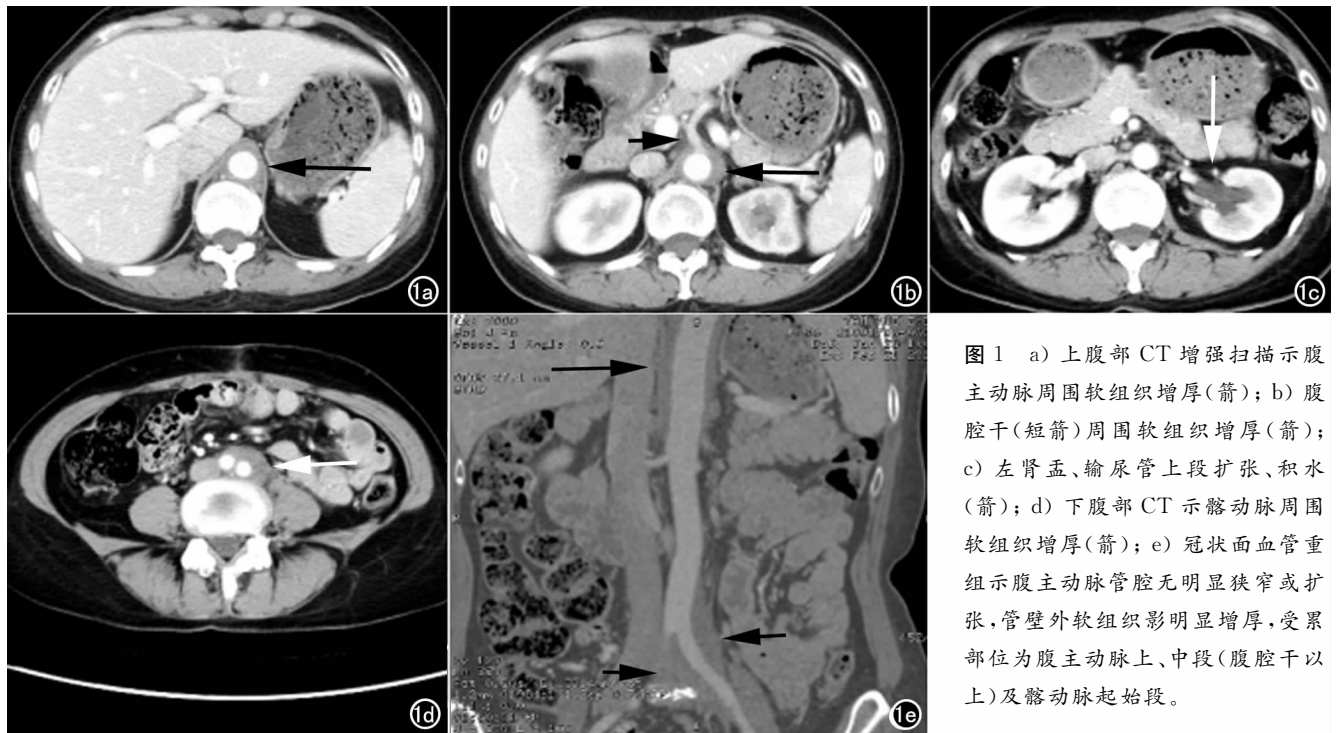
a) 上腹部 CT 增强扫描示腹主动脉周围软组织增厚(箭); b) 腹腔干(短箭)周围软组织增厚(箭); c) 左肾盂、输尿管上段扩张、积水(箭); d) 下腹部 CT 示髂动脉周围软组织增厚(箭); e) 冠状面血管重组示腹主动脉管腔无明显狭窄或扩张,管壁外软组织影明显增厚,受累部位为腹主动脉上、中段(腹腔干以上)及髂动脉起始段。
